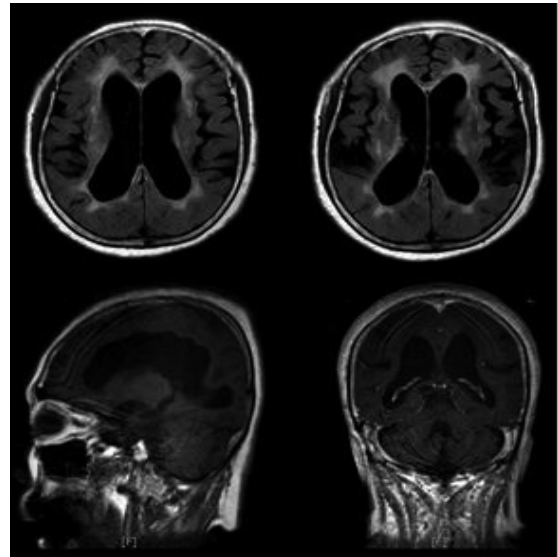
Brain MRI (T2 FLAIR) : Severe communicating hydrocephalus, moderate leukoaraiosis in both PVWMs
